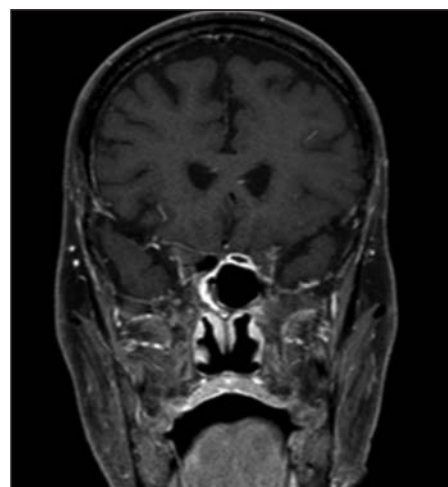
Corte coronal de RMN a evidenciar hiper-captção da parede posterior do seio esfenoidal, a nível paramediano direito, com extensão inferior.
